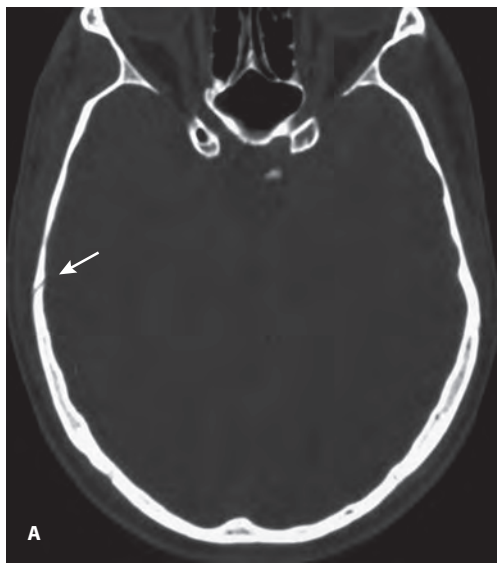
Линейный перелом теменной и височной костей. КТ. MIP Thin. Отчетливо видно расхождение коронарного шва в области затухания линии перелома (стрелки).
